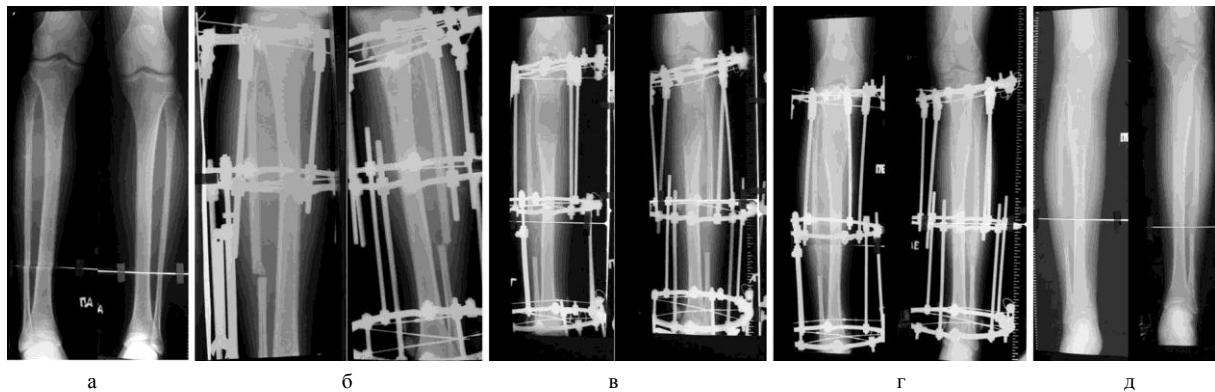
Рентгенограммы голени пациента с косметическим увеличением роста при реализации методики, предусматривающей «спиралевидное» перемещение фрагмента: а) до лечения, б) после нарушения целостности берцовых костей, в) в процессе дистракции, г) в процессе фиксации, д) после окончания лечения
